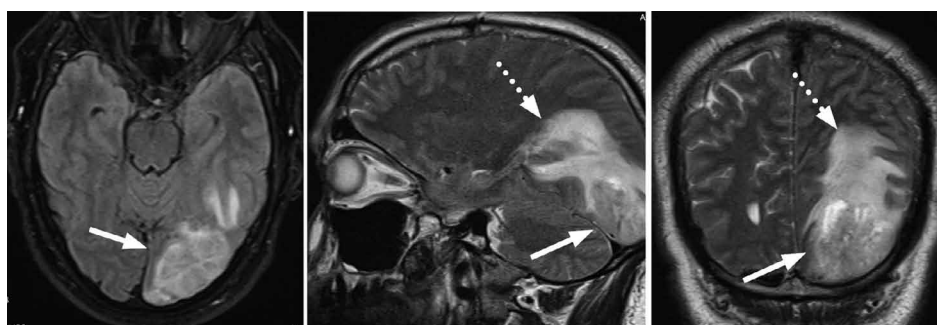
Клиническое наблюдение 3. МРТ головного мозга. Т2-ВИ в трёх стандартных проекциях. Определяется солидное образование в левой затылочной доле (сплошная стрелка), окружённое зоной перифокального отека (пунктирная стрелка).
